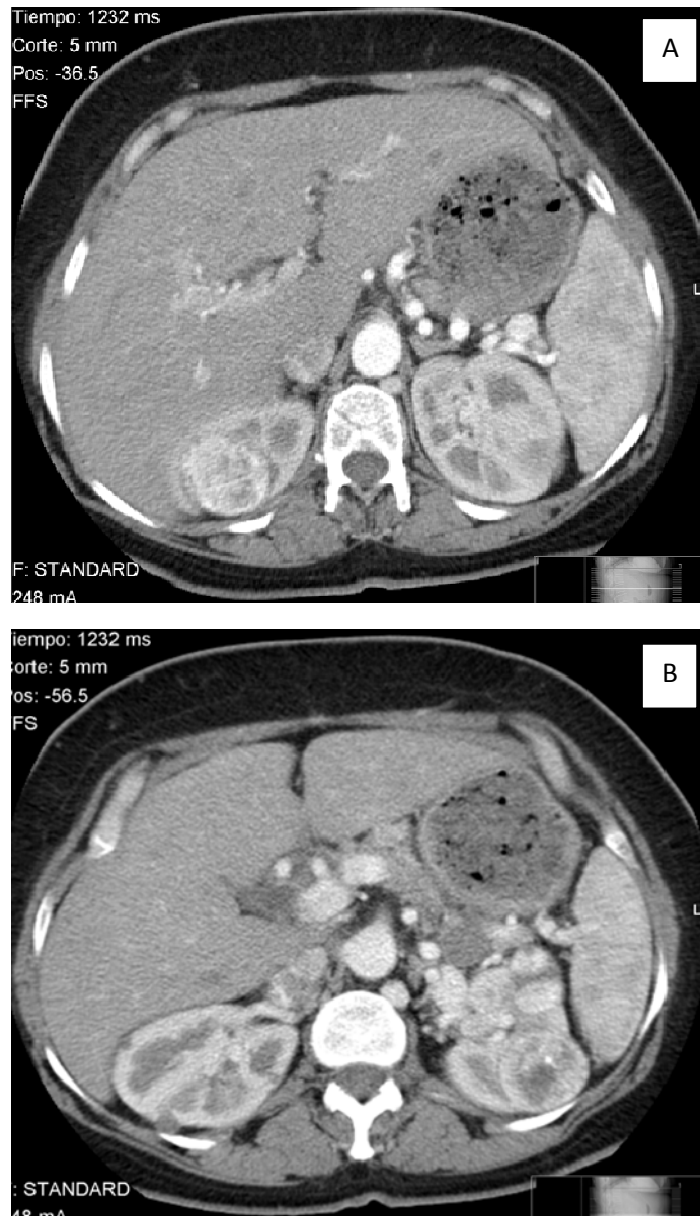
Tomografía computarizada abdomino-pélvica con contraste. A) Se aprecia una de las masas renales derechas, de 3,5 cm de diámetro mayor. B) Se aprecian en el páncreas lesiones quísticas en la cabeza y la cola (compatibles con cistoadenoma seroso), con parénquima de aspecto pseudotumoral entre las lesiones. En el riñón izquierdo se aprecia una masa renal en el polo superior, sólida e hipercaptante, de 7,4 cm de diámetro mayor.
